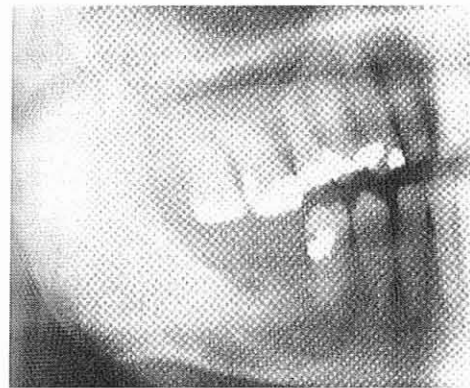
D'après Sapp et coll. [52] radiographie panoramique montrant une tumeur épithéliale odontogénique calcifiée.
